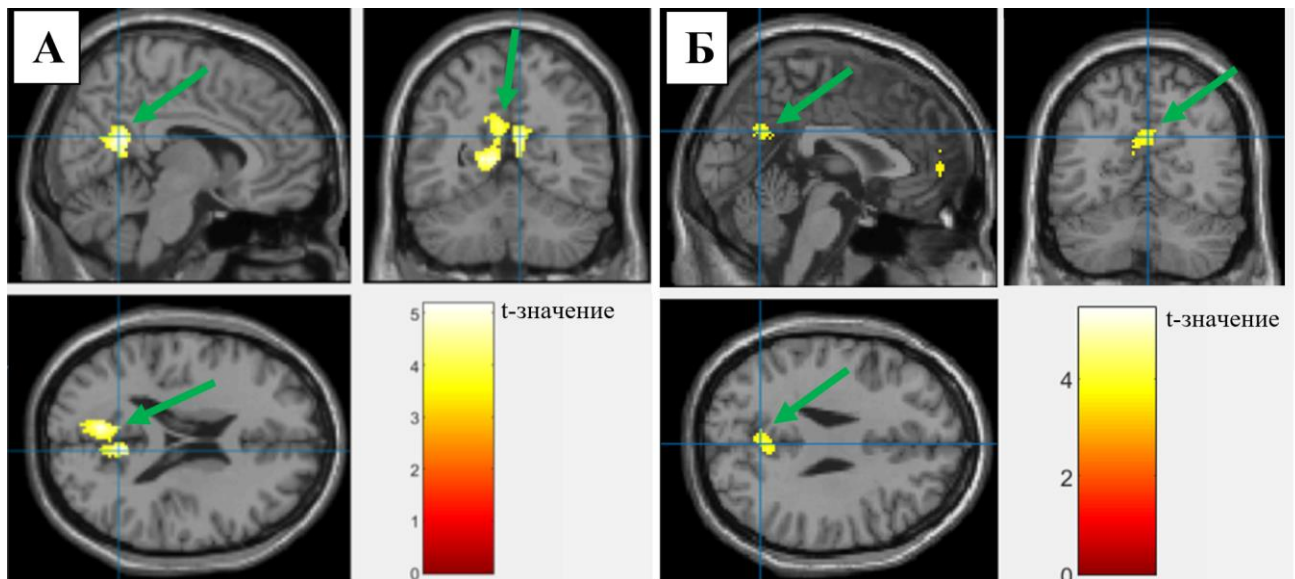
Функциональная МРТ головного мозга, сравнение зон деактивации сети пассивного режима работы мозга в области предклинья и задней поясной коры в полях Бродмана 7, 23 и 31 при стрессовой стимуляции электрическим током. В группе пациентов с ИБС (А) объем зоны деактивации (обозначен стрелкой) составляет 914 вокселей, $P < 0,001$. В группе контроля (Б) область активации также статистически значима (обозначена стрелкой), но ее объем – 178 вокселей, $P = 0,02$. Цветные шкалы обозначают диапазон t-значений при статистическом анализе групповых карт активации
